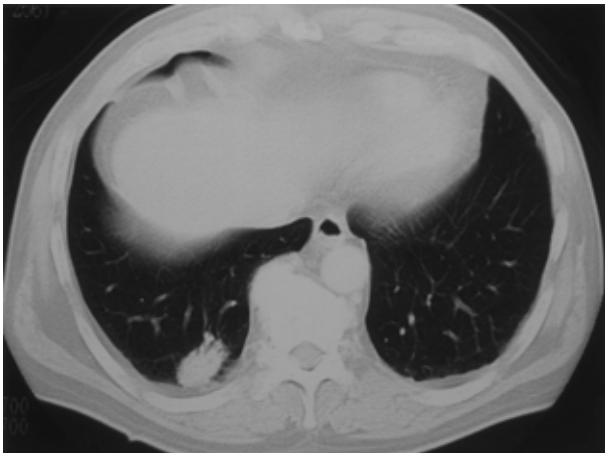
Chest computed tomography shows a nodular lesion with pleural indentation in the right lower lobe of the lung.
